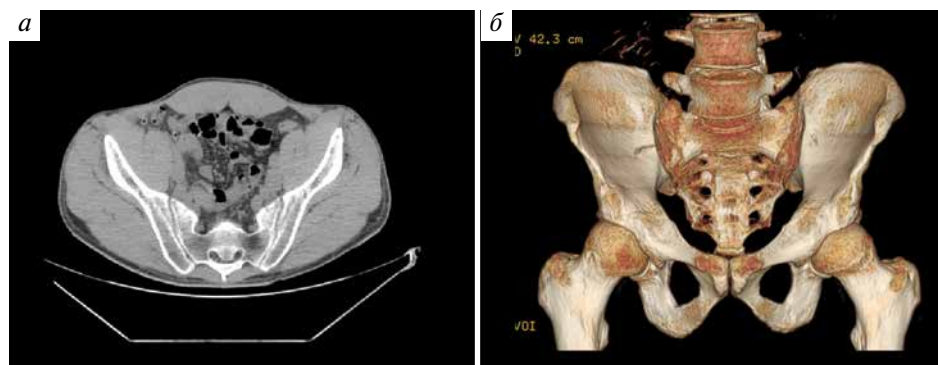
Компьютерная томограмма (а) крестцово-подвздошных сочленений пациента X. с 3D-моделированием (б) (январь 2020 г.)
